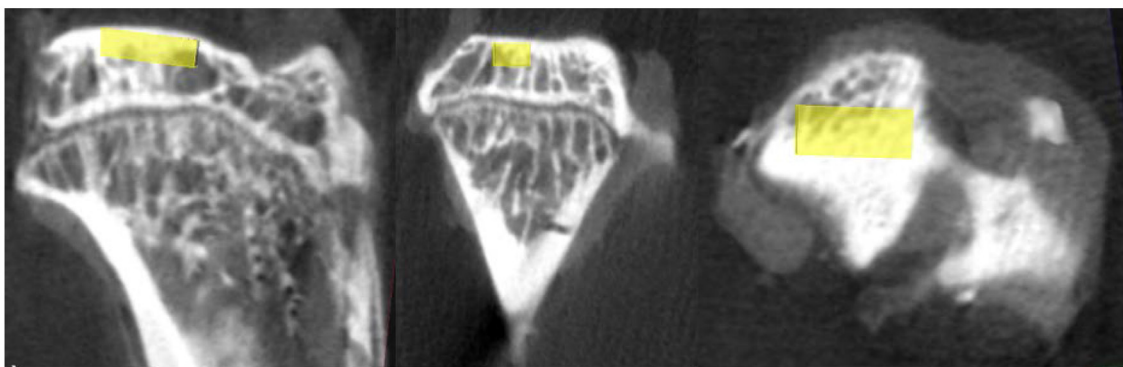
Imagen representativa de las tibias de las ratas tomada mediante  $\mu$ CT. El cuadro amarillo representa en las tres dimensiones, la región de interés analizada para calcular la BVF en cada grupo.
